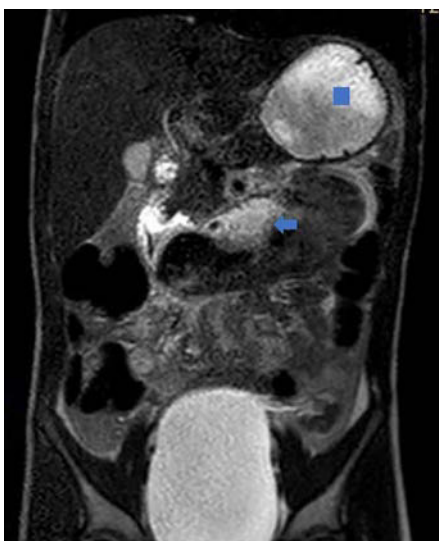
MRT des Abdomens mit dilatiertem Magen (Viereck) und ausgeprägtem jejunalem Hämatom (Pfeil)
